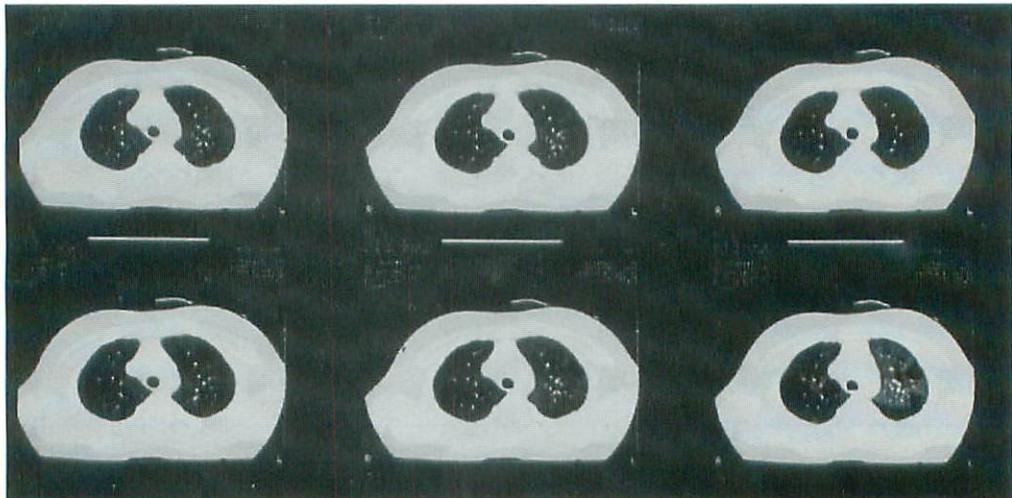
Serial ultrafast CT scans of 3mm sections in a patient with bronchiolitis obliterans.
